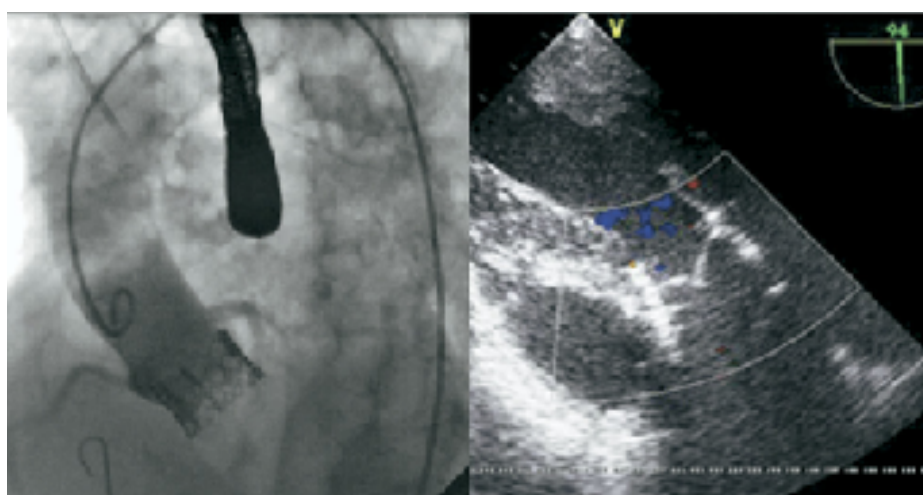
Angiografia ed ecocardiogramma di controllo.
